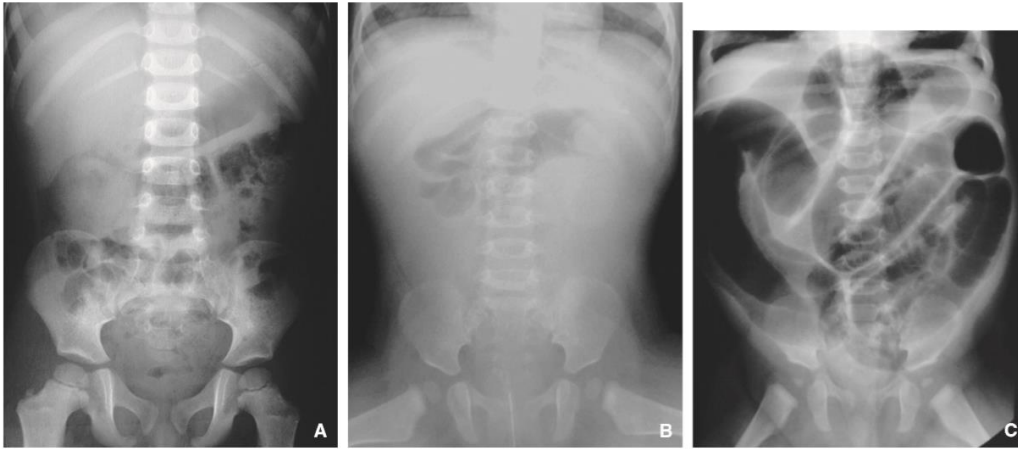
Radiografía simple de abdomen de tres niños que presentan una invaginación ileocólica.
